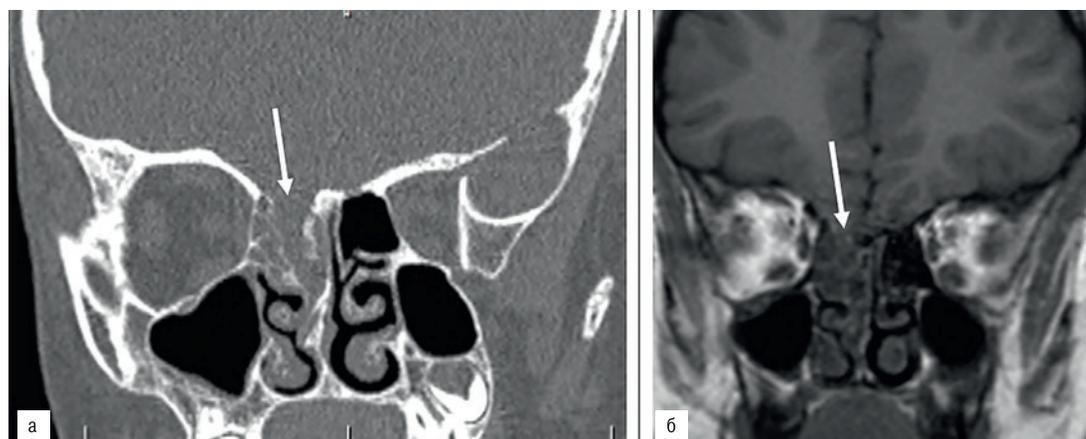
а – КТ головного мозга фронтальная проекция, стрелкой указан дефект основания черепа – МРТ головного мозга Т1 режим базальное посттравматическое менингоцеле
